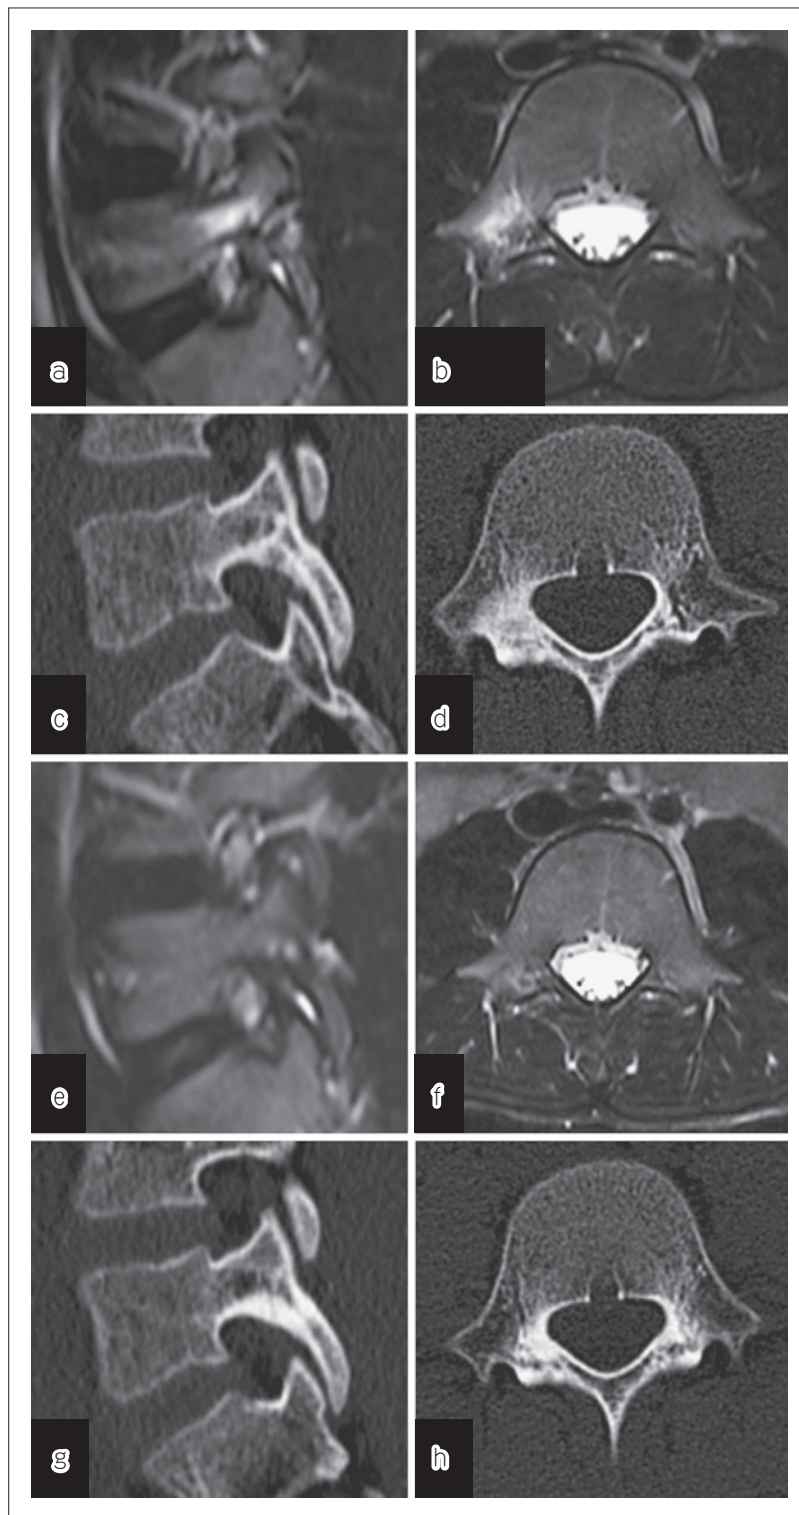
a MRI STIR 画像矢状断像（右）にて右椎弓根の骨髄浮腫を認める。
